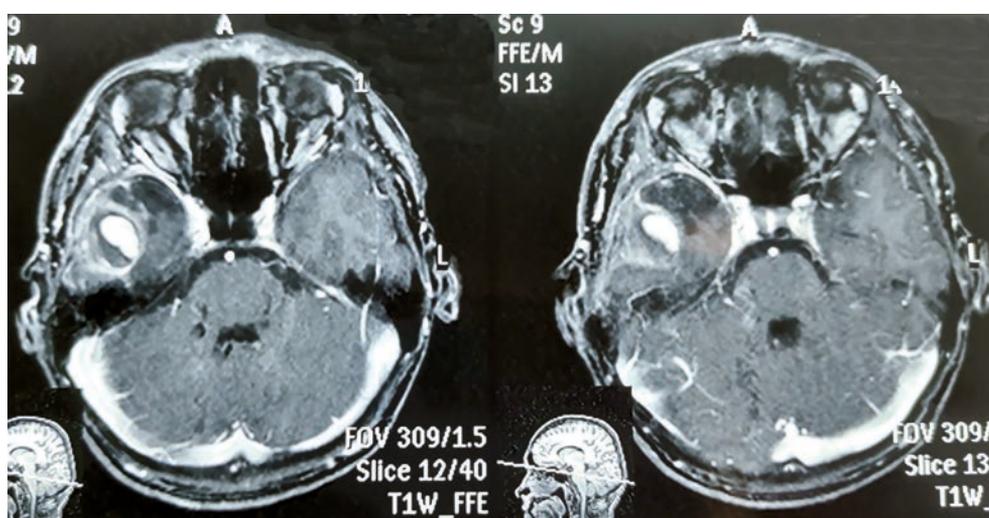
Пациент К. МРТ с контрастированием через 2,5 месяца после черепно-мозговой травмы
